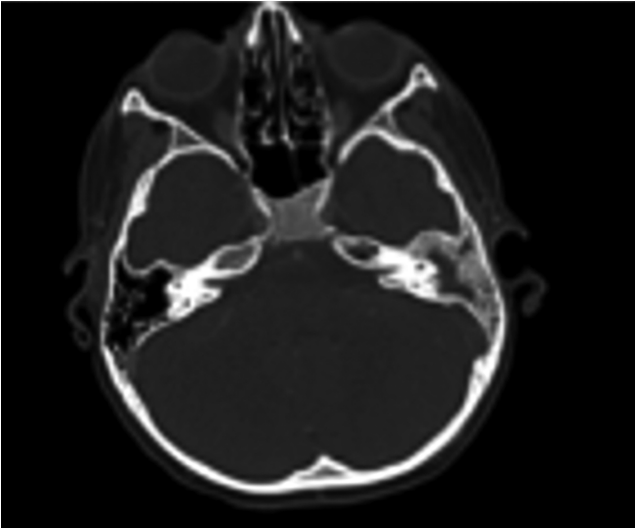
Tomografia computerizzata encefalo - fine febbraio.
